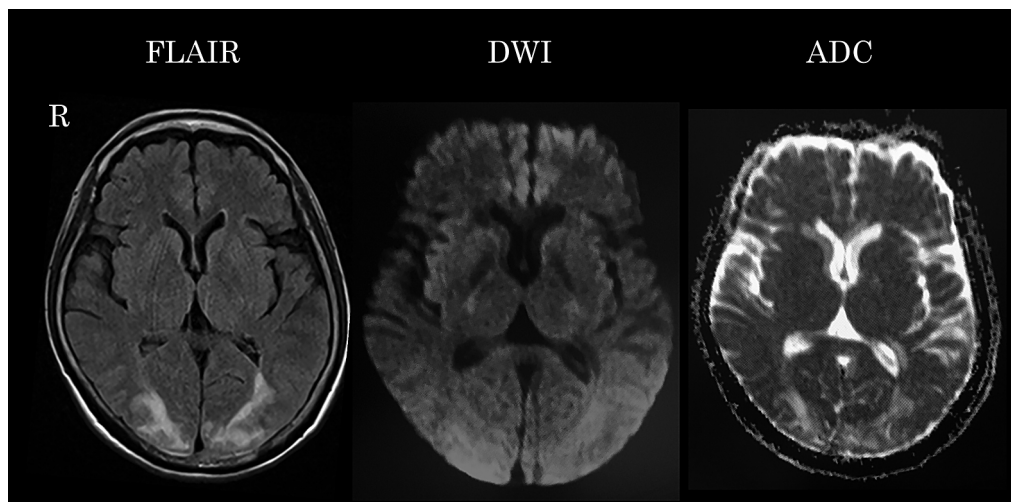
Day 25 Brain MRI.
